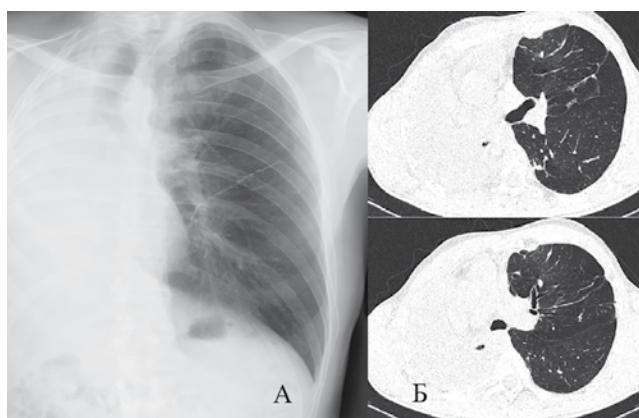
Пациент Ш. Обзорная рентгенограмма (А) и КТ ОГК (Б) через 6 мес. после 2-го этапа хирургического лечения
